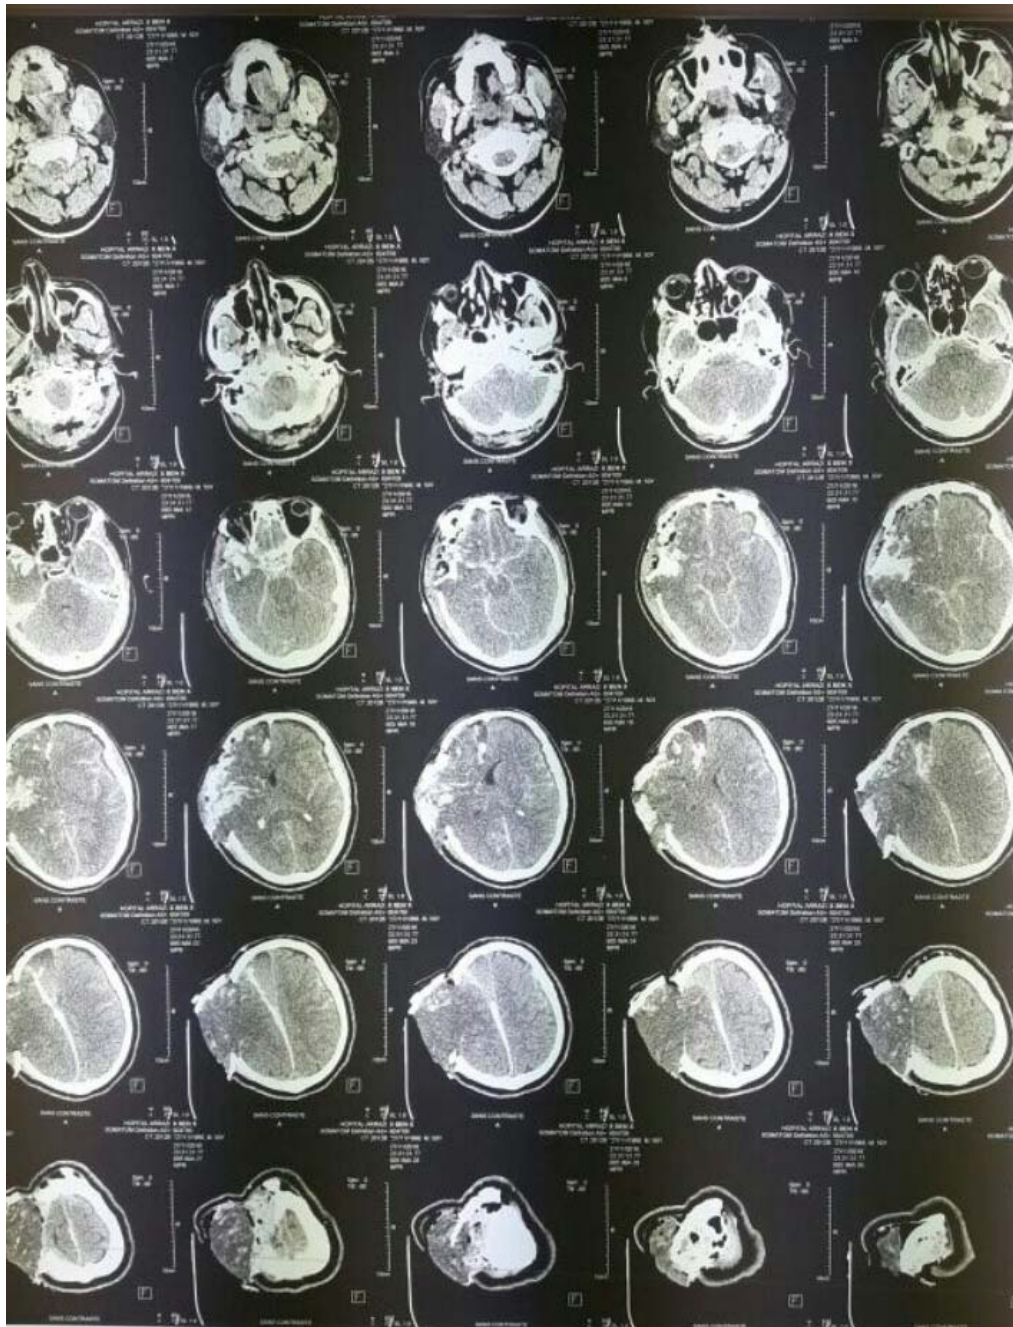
TDM cérébrale C- coupe axiale fenêtre parenchymateuse montrant une plaie cranio-cérébrale avec issue de matière cérébrale +hémorragie méningée+hématome de faux de cerveau+foyers de contusion frontaux.
